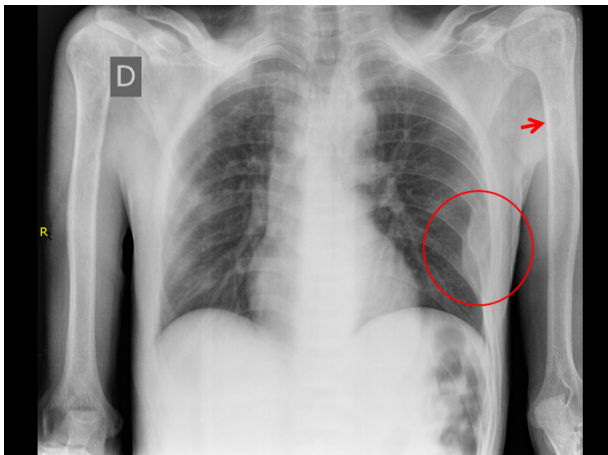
Radiografía de tórax. Muestra lesión expansiva en 6° y 7° arco costal izquierdo.
